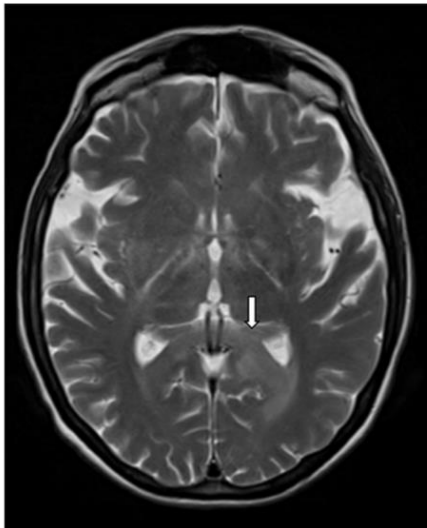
MRI brain 1 month after patient's initial presentation, with stable findings.
